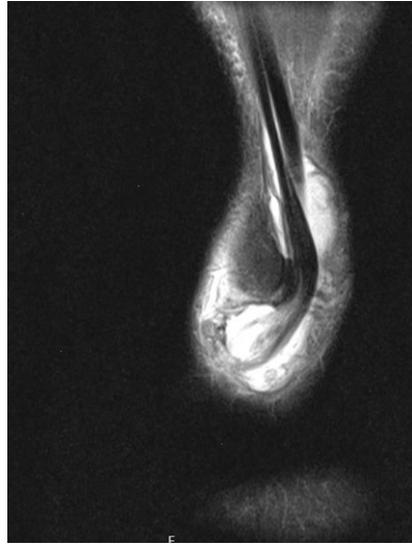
▲ Sagittaler MRT-Schnitt, T2-Turbo-Spin-Echo-Sequenz, mit sichtbaren peri- und intratendinösen Signalanreicherungen und Irregularitäten der Sehne
